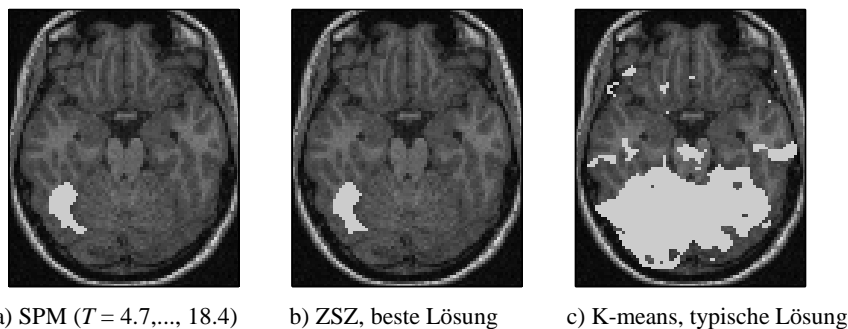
Ergebnisse der fMRI-Auswertung, dargestellt auf einem anatomischen MRI-Bild
